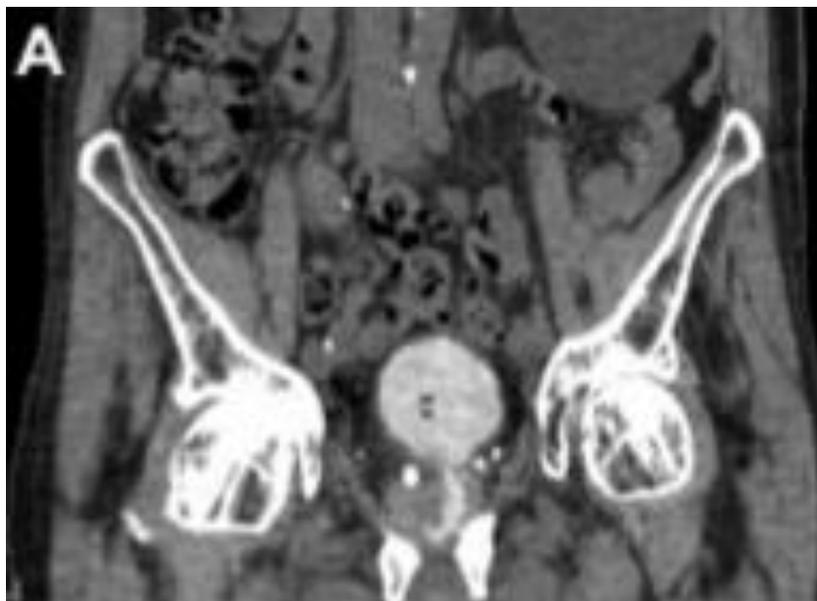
Coupe TDM frontale avec opacification révélant la présence d'une fistule prostato-symphysaire (d'après A.Sanchez, Urology 2015)
